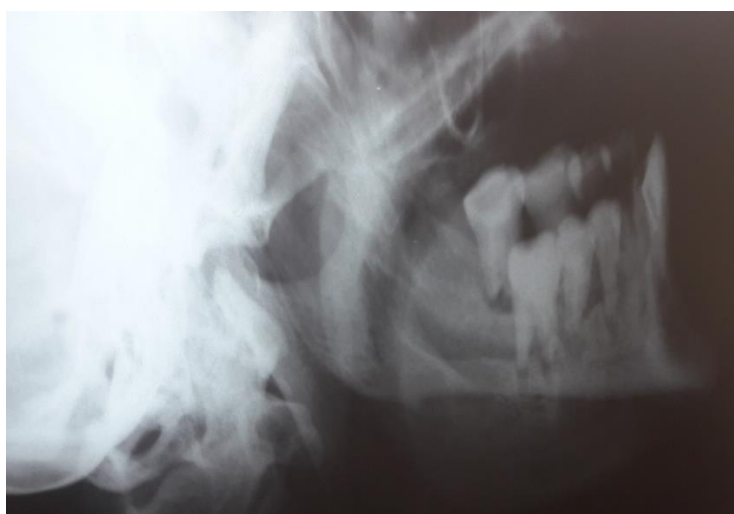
Рентгенограмма черепа и нижней челюсти больной Т., 77 лет. Разрежение костных структур в области корней 4.4, 4.5, 4.6 зубов
